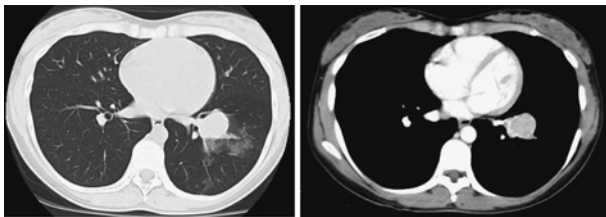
Chest CT showed a well-circumscribed mass in the left lower lobe with ground glass opacity.
